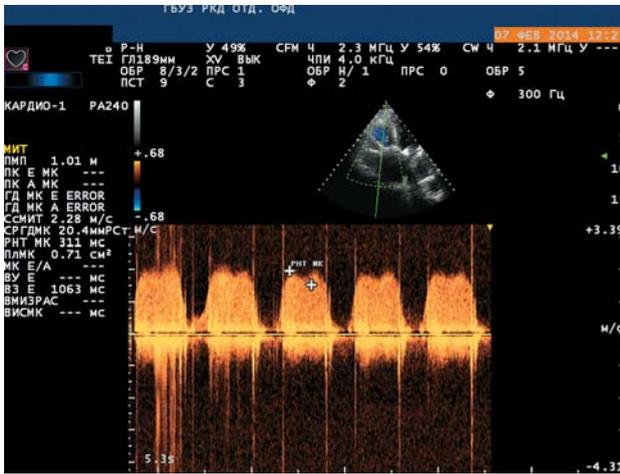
Эхокардиограмма через 6 мес после ТБВП биопротеза трехстворчатого клапана.
